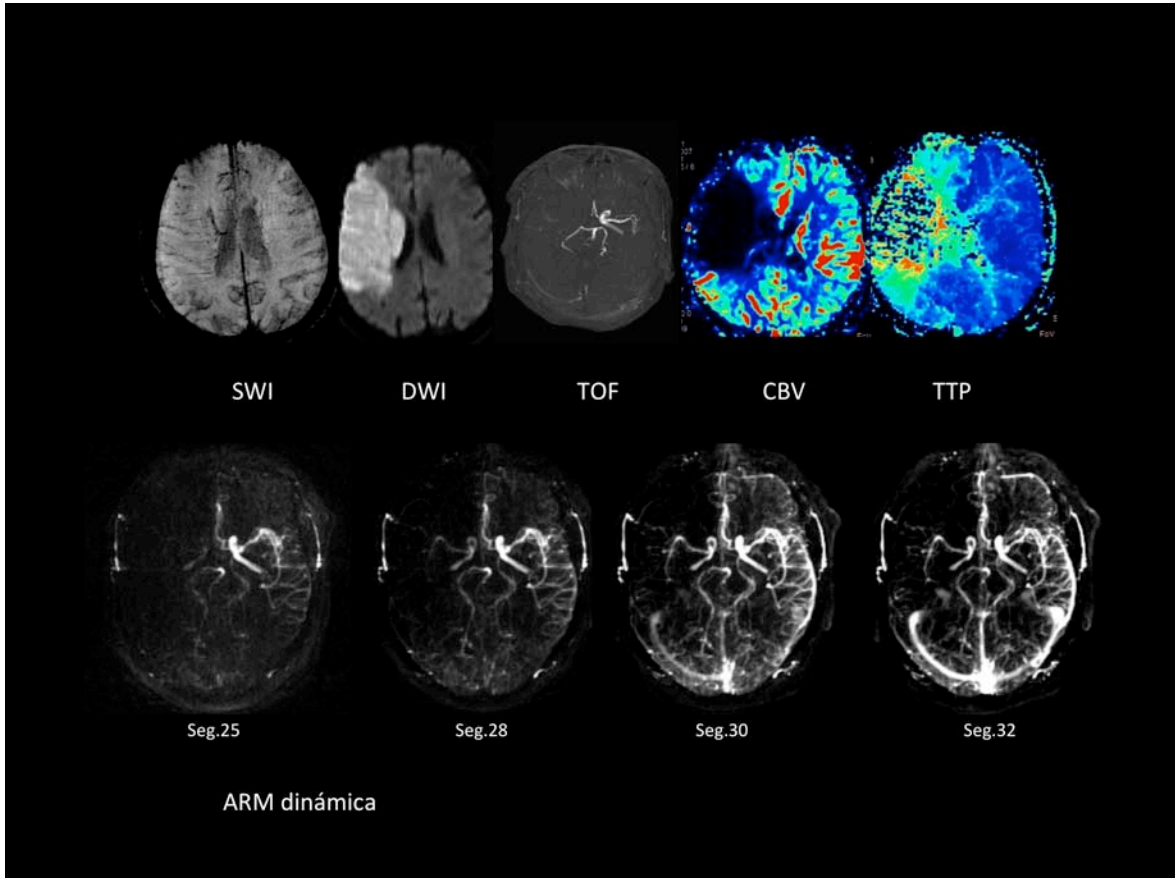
Ejemplo de RM avanzada.
